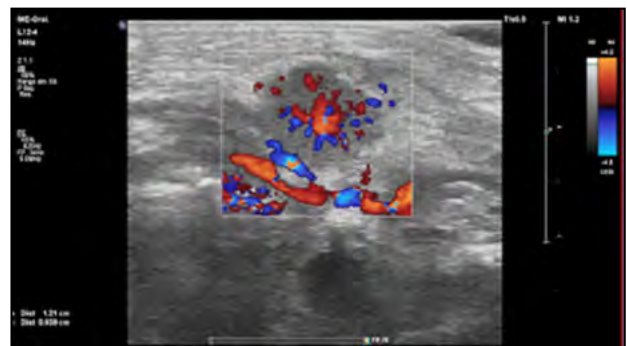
Estudi ecogràfic de la glàndula salival submandibular esquerra. S'observa augment de mida respecte la glàndula contralateral, amb hipercaptació Doppler, compatible amb sialoadenitis submandibular.
